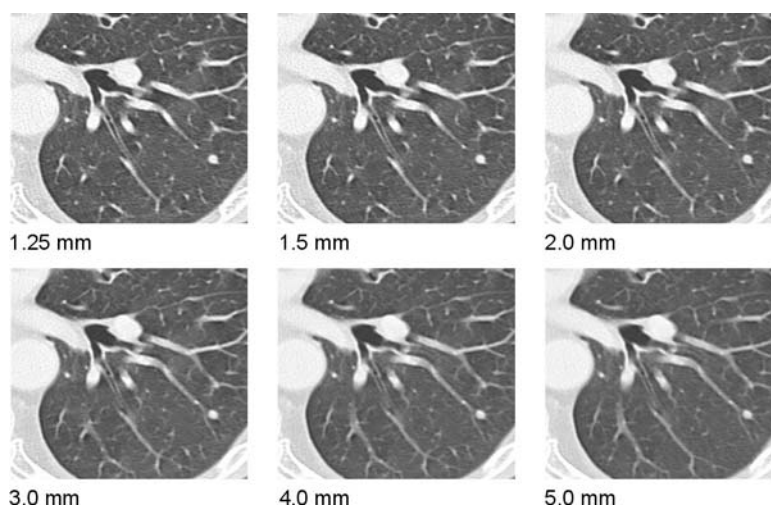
Imagens de TAC em espiral para várias espessuras (de reconstrução) da secção (figura adaptada de [Kalender'00]).
